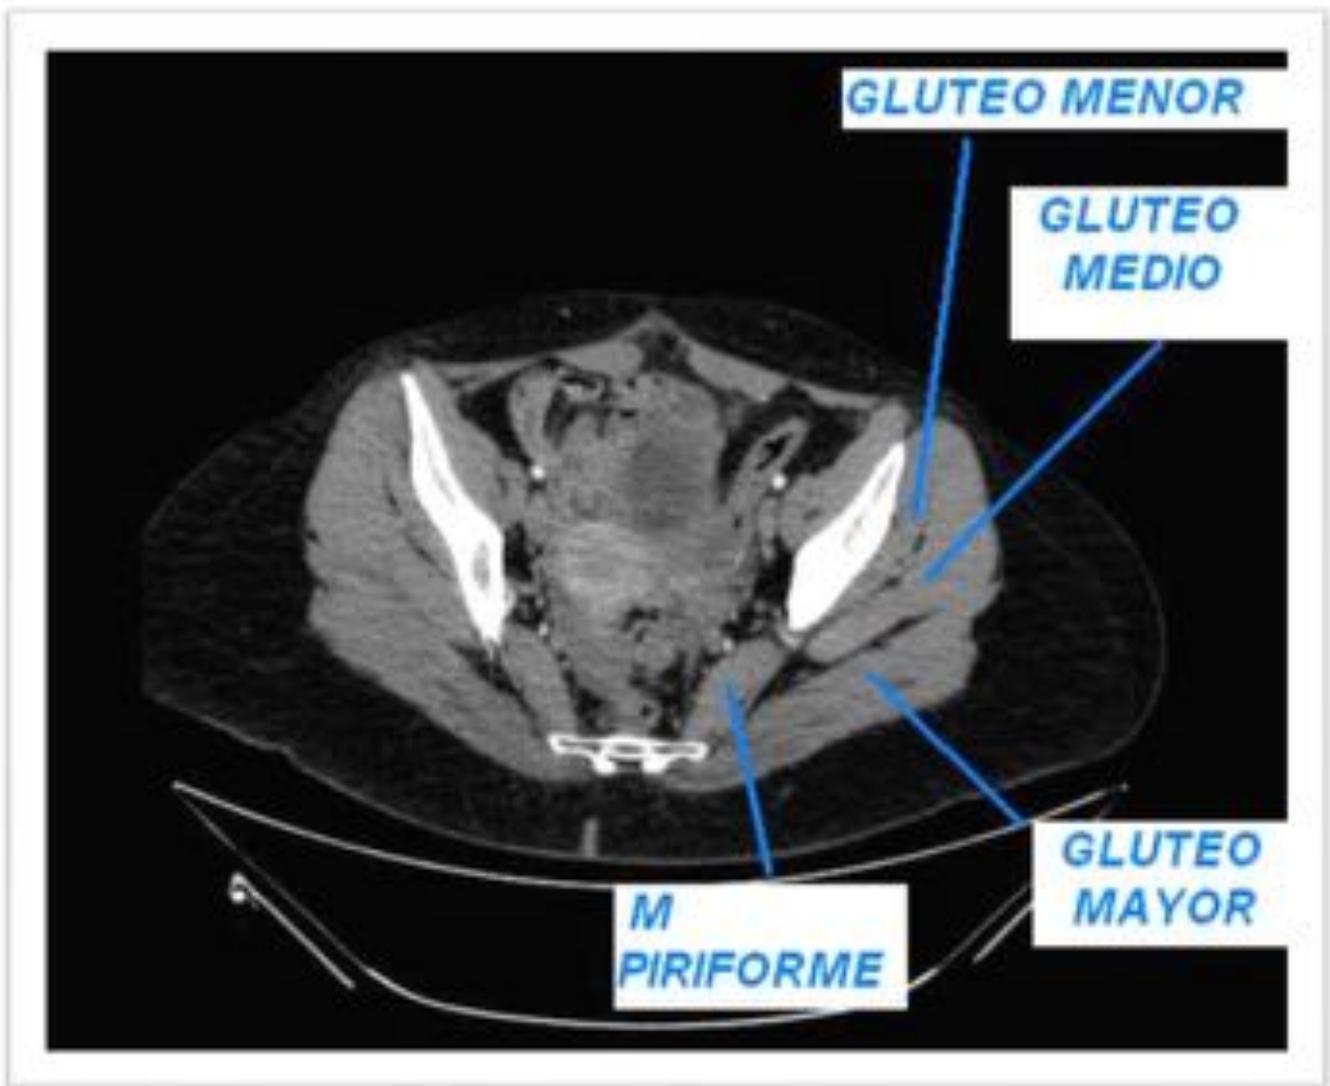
Imagen TC axial donde se aprecia la disposición de los tres músculos glúteos y el piramidal.
